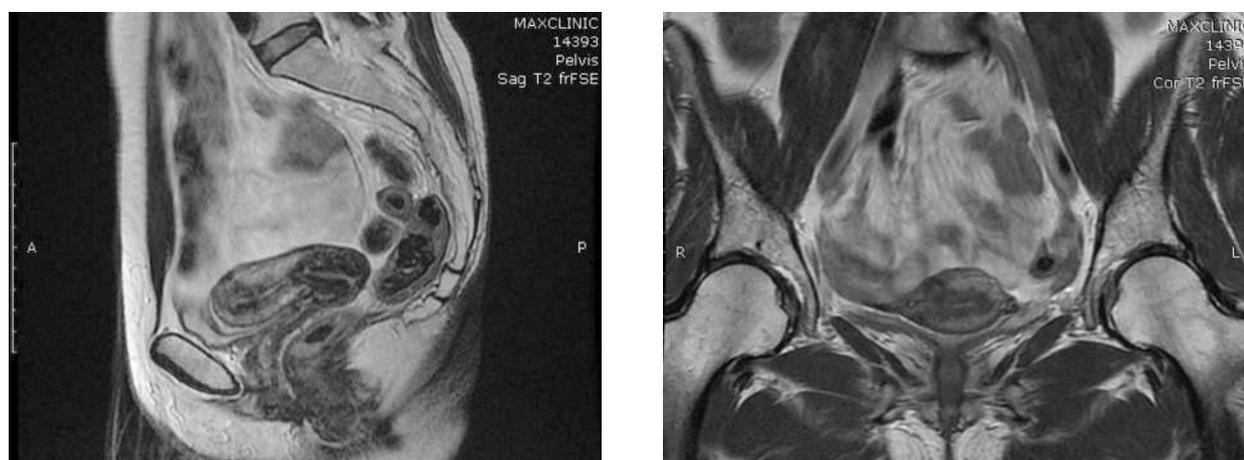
Данные МРТ ОМТ через 12 месяцев после проведения процедур, по результатам которой миоматозный узел не визуализируется
